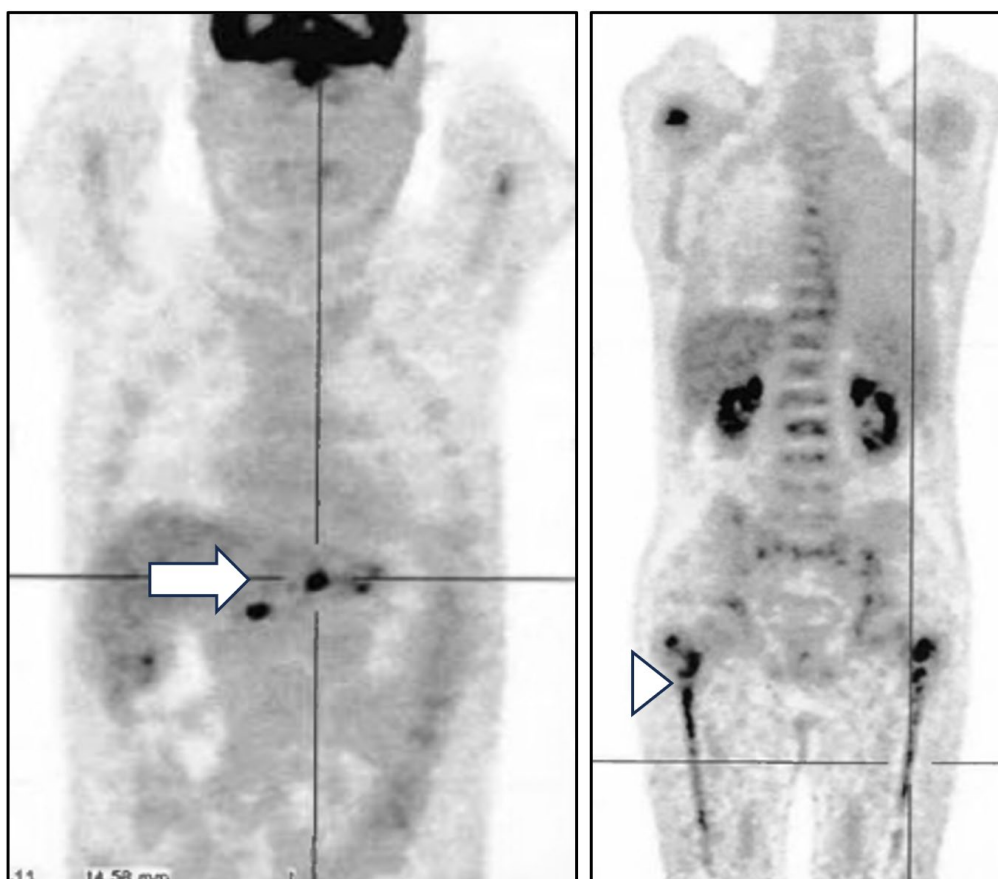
18-FDG-PET coronal images - Focal FDG uptake in the stomach and surrounding adenopathies (arrow), and in the skeleton (more evident in femurs - arrowhead).
